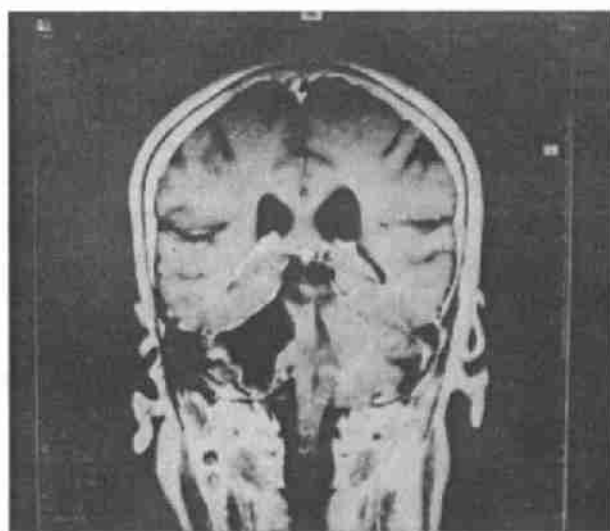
MRI(冠状位)显示右侧小脑桥脑角区胆脂瘤，
